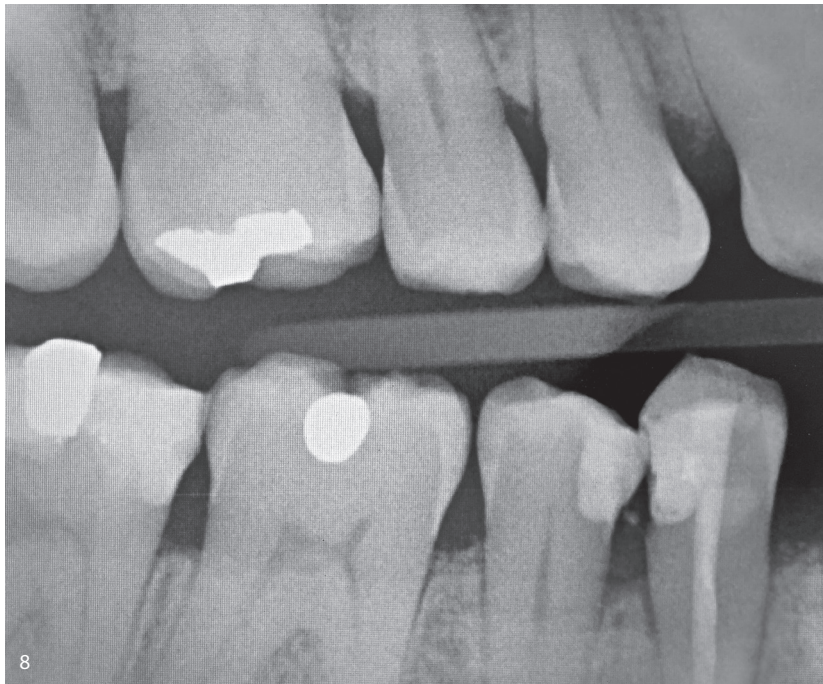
Röntgenbefund Zahn 45 in der Bissflügelaufnahme.
